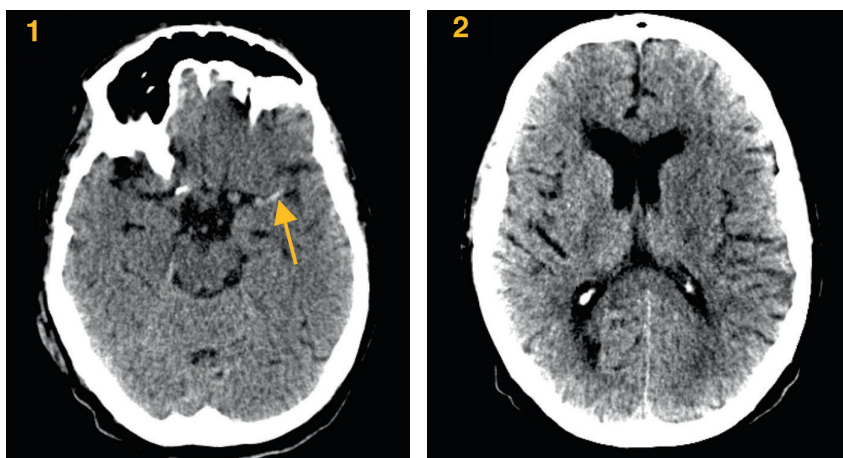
TC craneal que muestra (1) signo de la cuerda en la arteria cerebral media izquierda (flecha), y (2) infarto en fase aguda en el territorio de arteria cerebral media izquierda.
